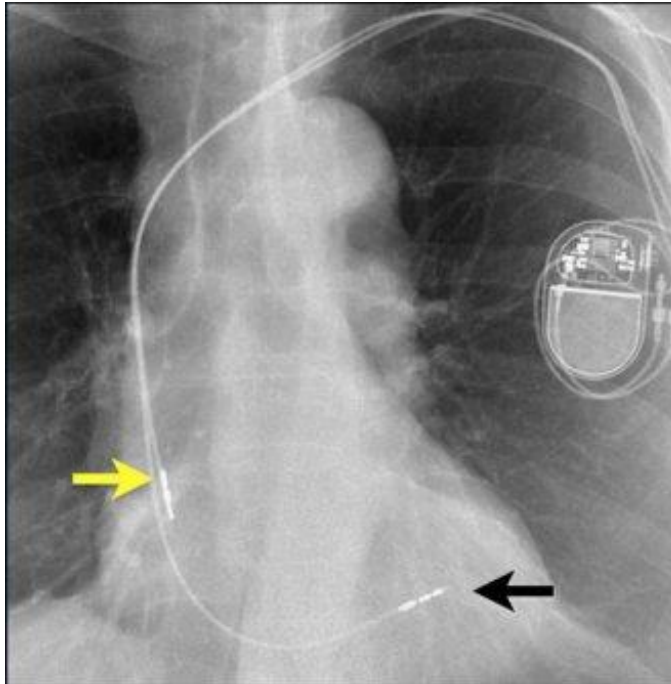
Radiografie torace postero-anterioară: se vizualizează stimulatorul cardiac situat în loja deltopectorală stânga și cele 2 sonde de electrostimulare cardiacă (bipolare, fixare activă) care se proiectează la nivelul siluetei cardiace – sonda atrială în urechiușa atrului drept (săgeata galbenă) și sonda ventriculară în poziție medioseptală (săgeata neagră).
